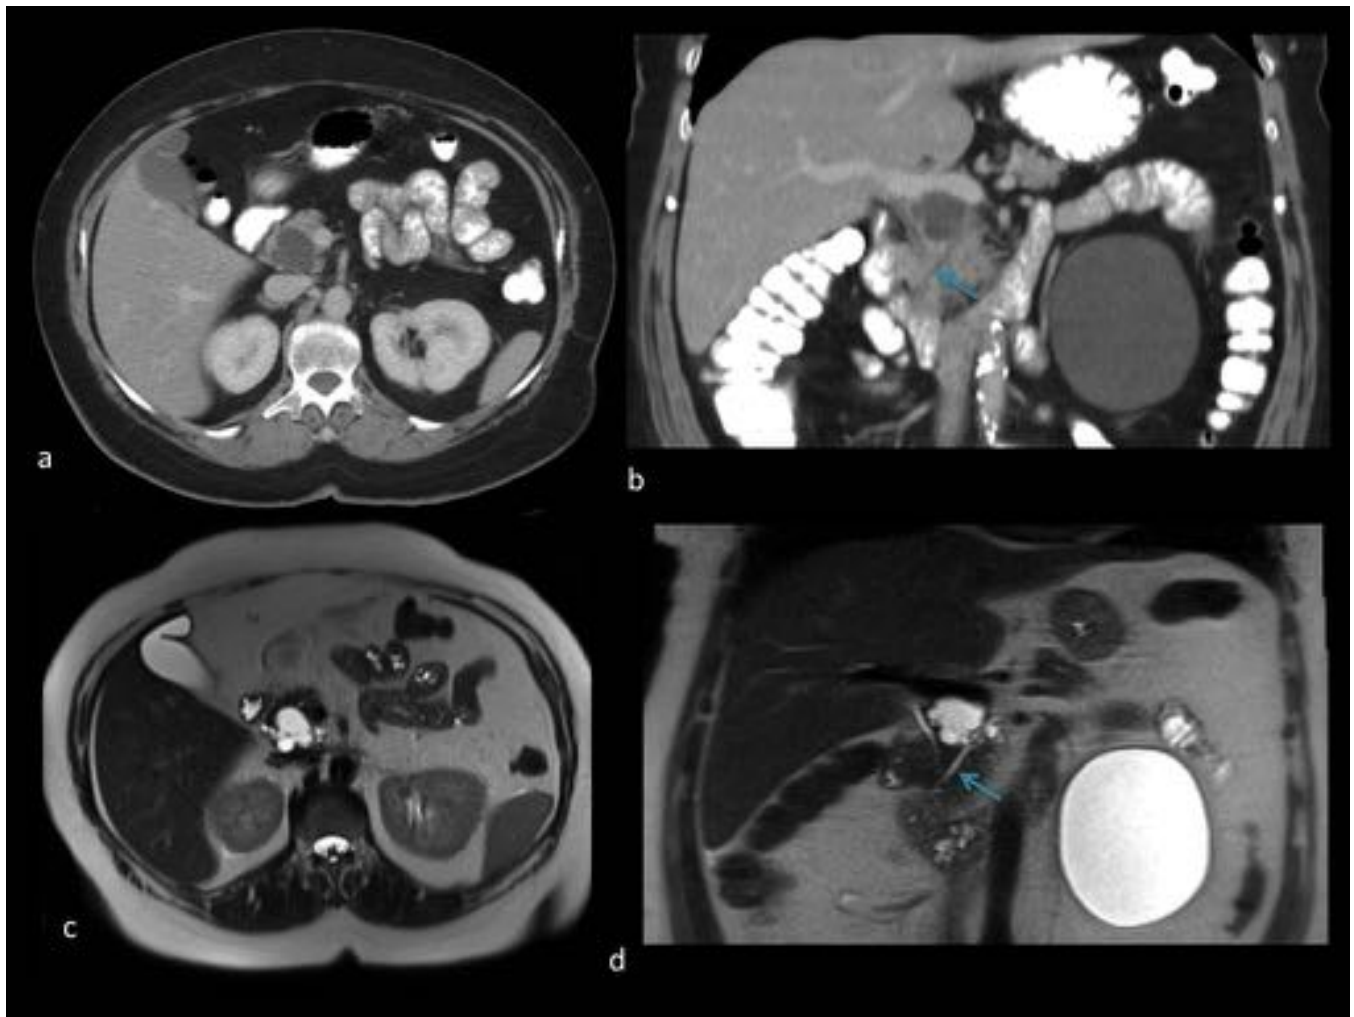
Varón de 47 años con lesión quística multilobulada en cabeza pancreática, que comunica con el conducto pancreático principal, en relación con TMPI rama. Quiste cortical renal izquierdo de gran tamaño. Conducto pancreático principal (flecha). a. CT civ axial. b. CT civ coronal. c. T2 axial. d. T2 coronal.
